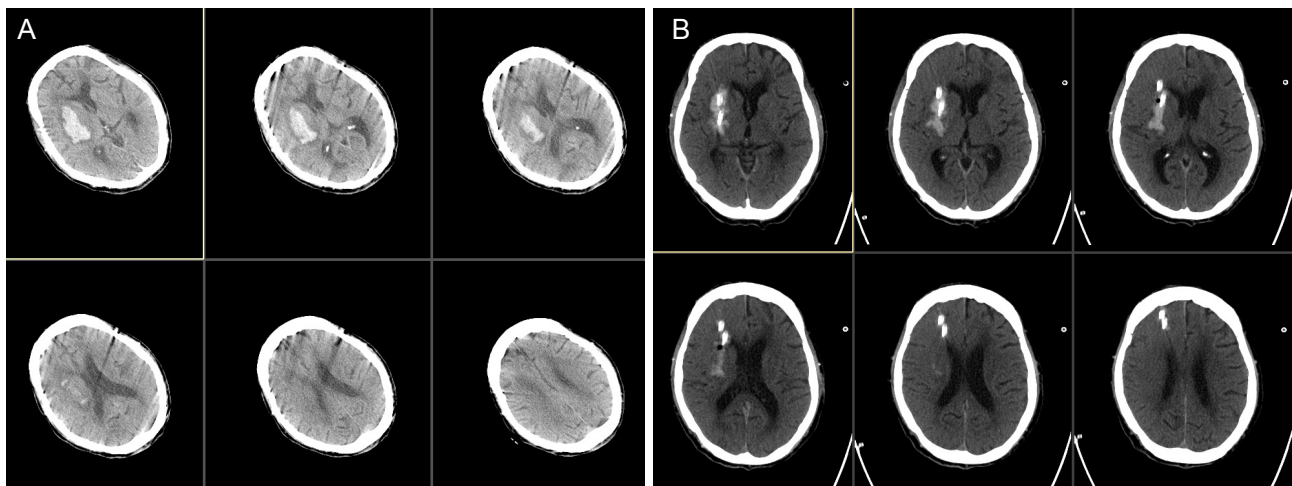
Computed tomography of the brain: Initial and follow-up images. (A) Spontaneous intracerebral hemorrhage at right basal ganglia, seen on admission. (B) Follow-up computed tomography after navigated catheter insertion surgery, shows proper positioning of the catheter, reducing the volume of hematoma.
